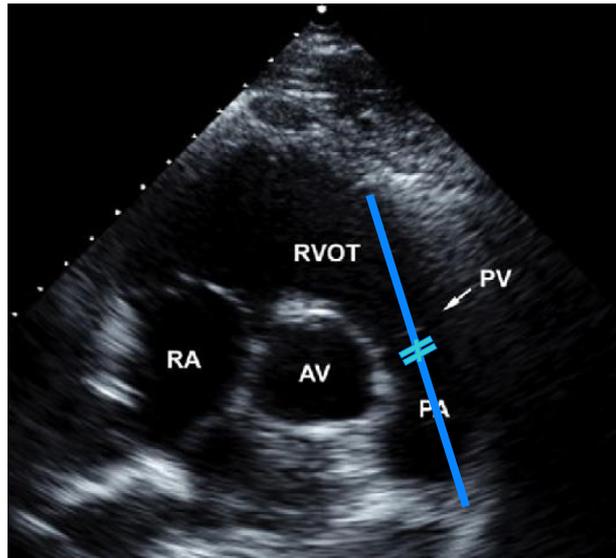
Technique tir Doppler pulsé (11)
